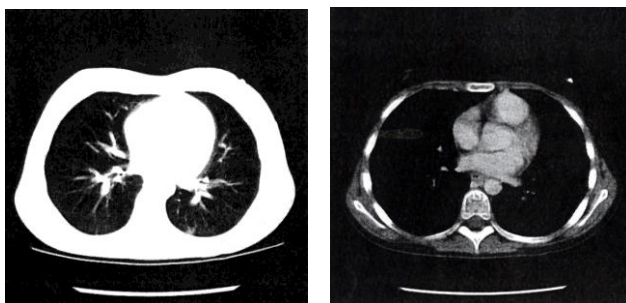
Imagen CT de un paciente que muestra los detalles en sección transversal a través del abdomen [6].
